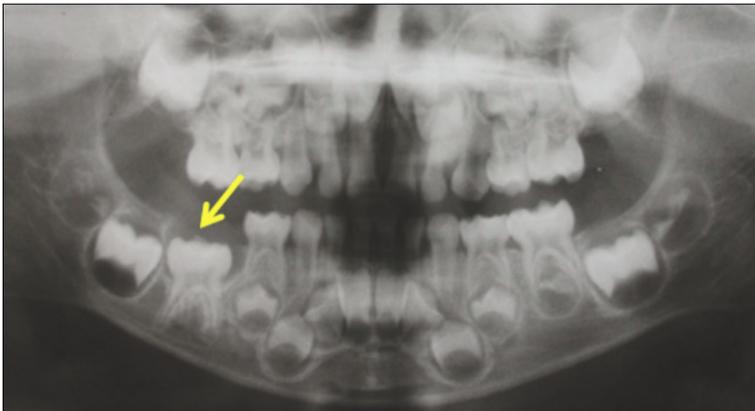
Panoramic radiograph at the first visit. The crown and roots of it were in normal formation and periodontal ligament space was observed. The succeeding tooth-bud was not observed.
